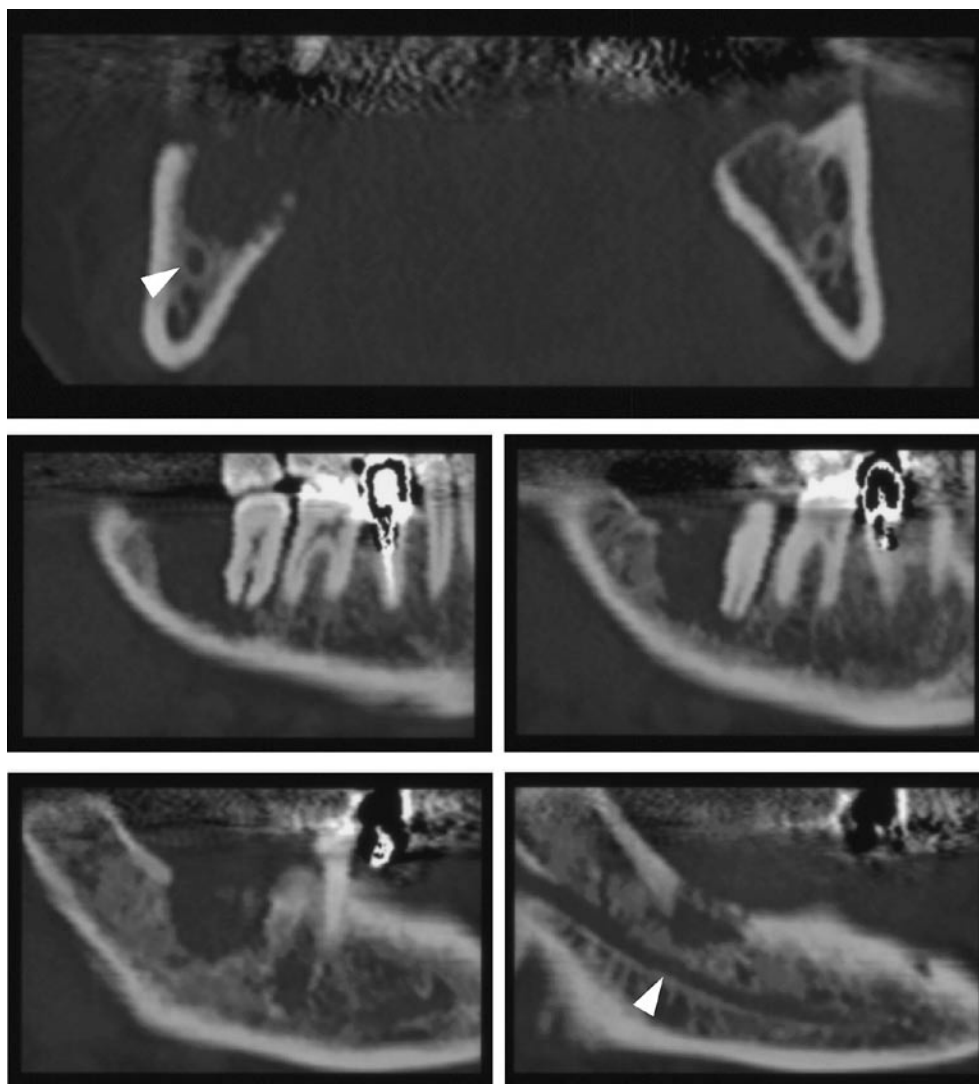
MPR-CT 像(スライス厚 1 mm・再構成間隔 0.5mm, 最上段: 冠状断再構成画像・下 2 段: 下顎管に沿った再構成画像); 骨吸収の範囲と辺縁形態, 下顎管との位置関係が明瞭である。骨吸収は下顎管(矢頭)直上に及んでいるが, 下顎管の破壊や下顎管のレベルを越えた下方への進展は認められない。骨吸収部の周囲の海綿骨には硬化像が認められる
